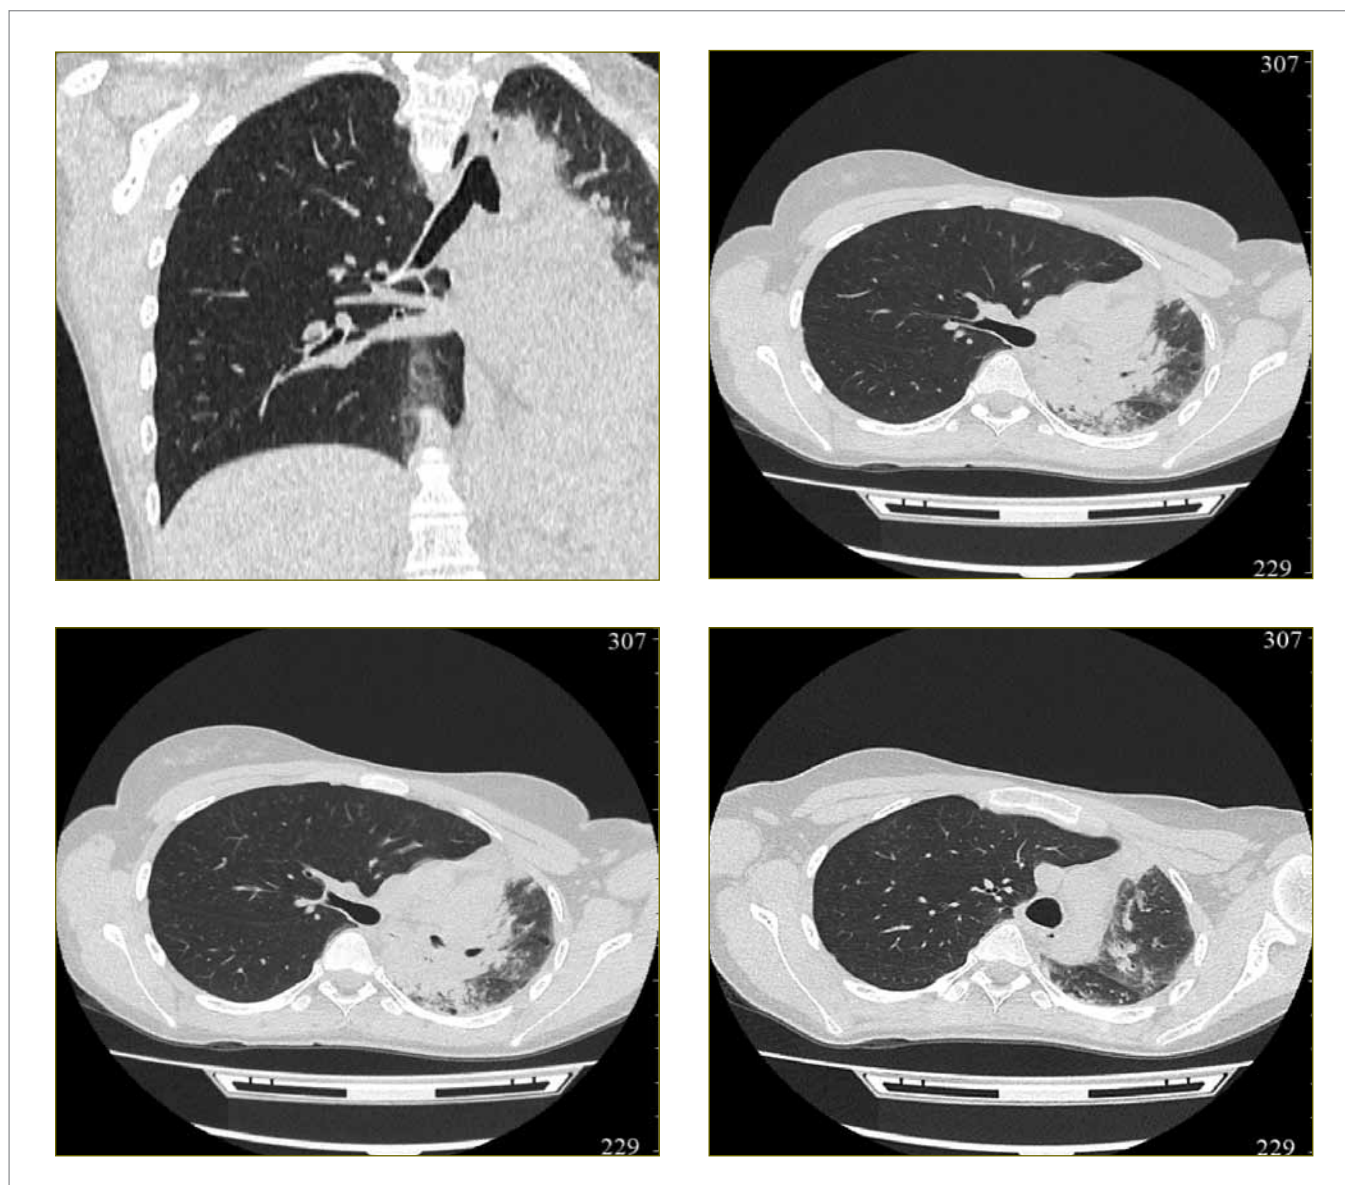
КТ ОГК пациентки А. от 27.09.2019 г. – отрицательная динамика через 5 мес. от начала лечения (описание – в тексте)
